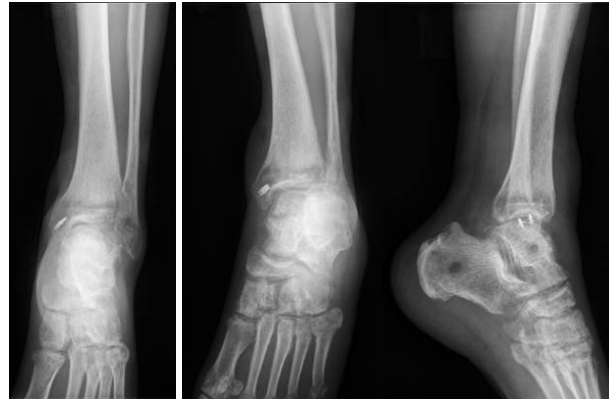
After 12 months of trauma, simple radiographs of ankle anteroposterior, mortis, lateral view of 51 year old man showing ankle osteoarthritis and equinus deformity.
